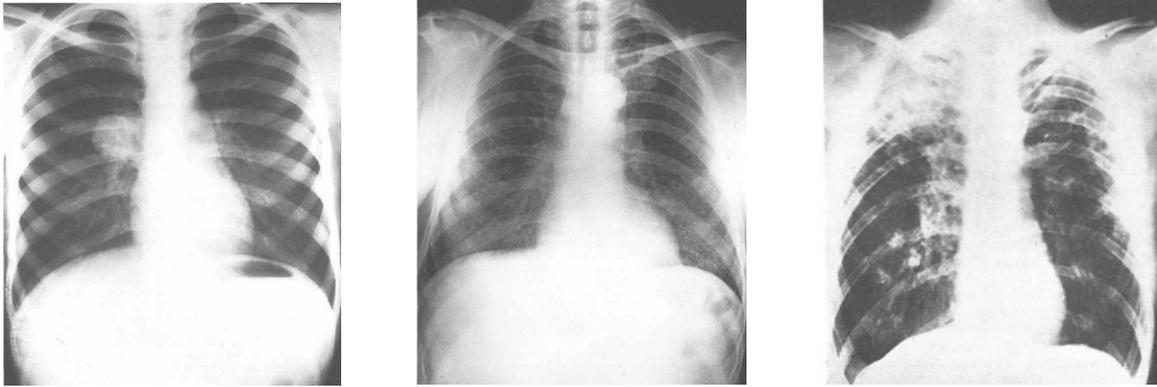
Рентгенограмма при туберкулезе легких
